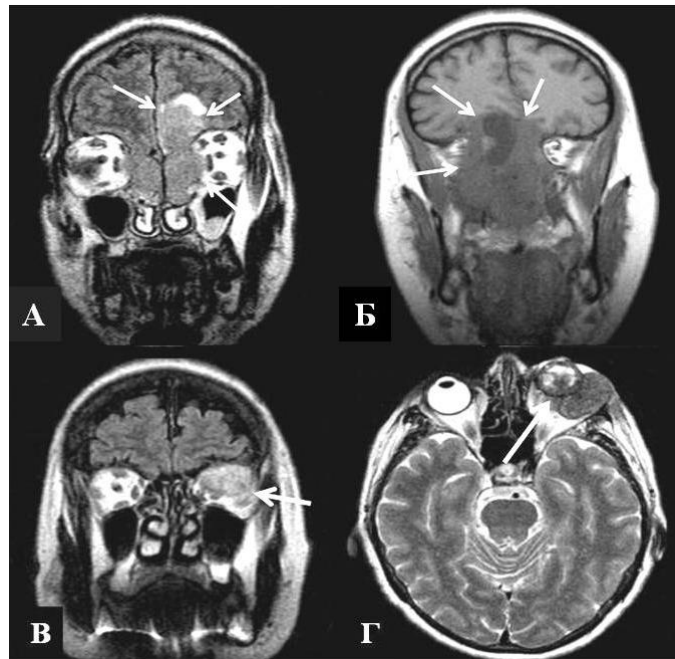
Примеры МРТ томограмм опухолей центральной зоны.
